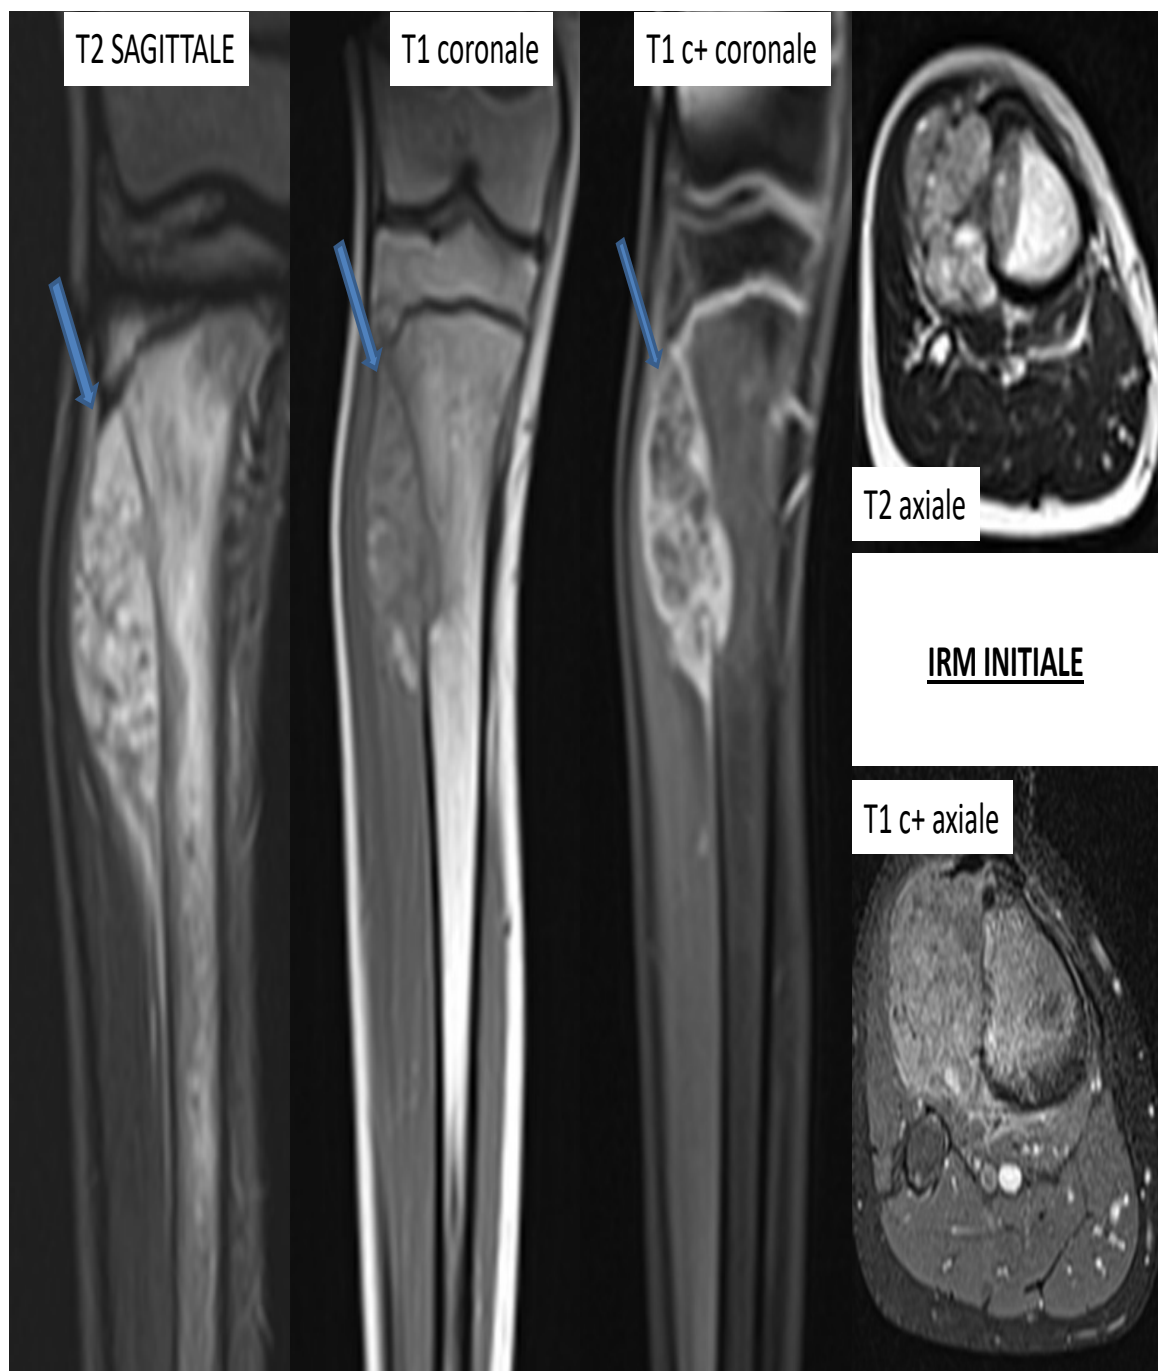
IRM illustrant un ostéosarcome métaphysodiaphysaire du 1/3 supérieur du tibia, centré sur la corticale latérale endomédullaire avec extension à l'épiphyse et envahissement des parties molles de voisinage.
